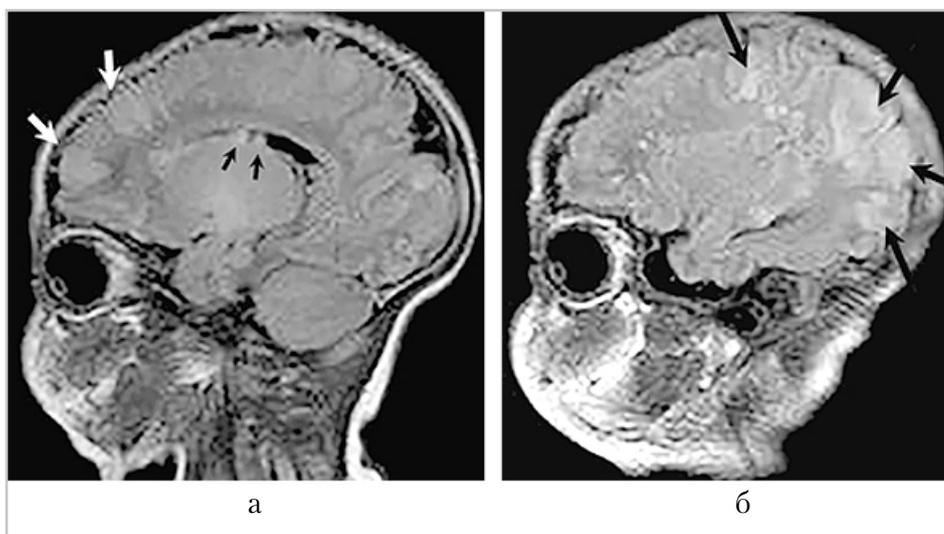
МР-томограммы головного мозга ребенка: *а* – сагиттальный срез, режим FLAIR, субэпендимальные узлы (черные стрелки), туберы (белые стрелки); *б* – сагиттальный срез, режим FLAIR, туберы (черные стрелки)
